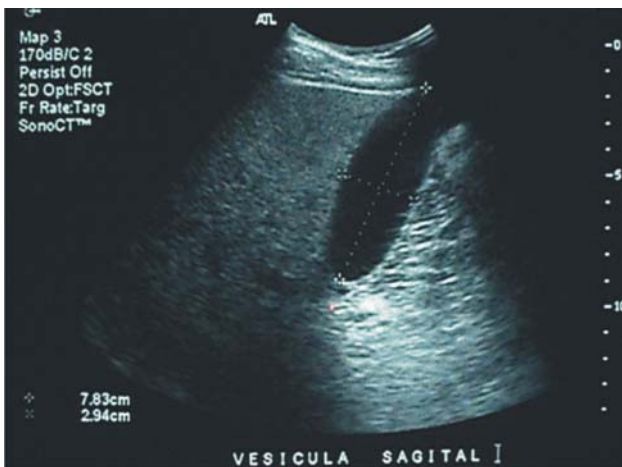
Ultrasonido abdominal en corte sagital de vesícula que no muestra litiasis vesicular
